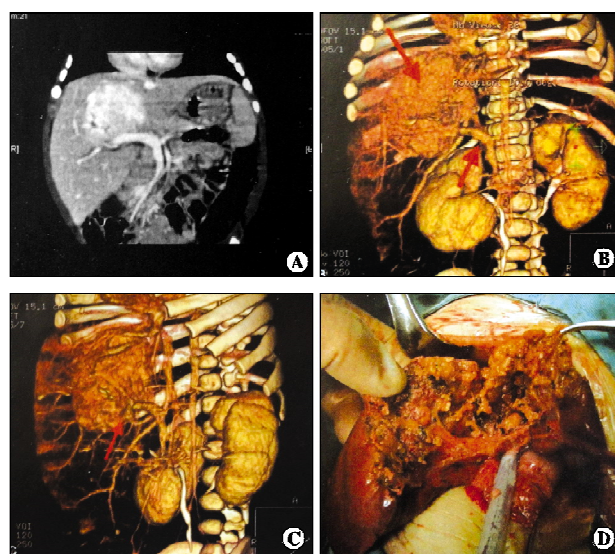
累及第一肝门部的肝母细胞瘤, 成功手术切除。A, 位于肝中叶肝门部肿瘤, CT 显示门静脉主干被肿瘤累及; B, CT 三维成像清晰显示门静脉及位于肝 IV 段、V 段及 VIII 段的瘤体, 前后正位像示门静脉主干似被瘤体完全包裹; C, CT 三维成像动态旋转后, 发现门静脉主干在瘤体后方发出分支并走行离开肿瘤, 手术可保留门静脉主干; D, 术中见肿瘤周围假性包膜包绕, 推挤门静脉, 将肝中叶肝门部肿瘤完整切除, 保留肝脏左、右叶, 门静脉主干也得以保留
